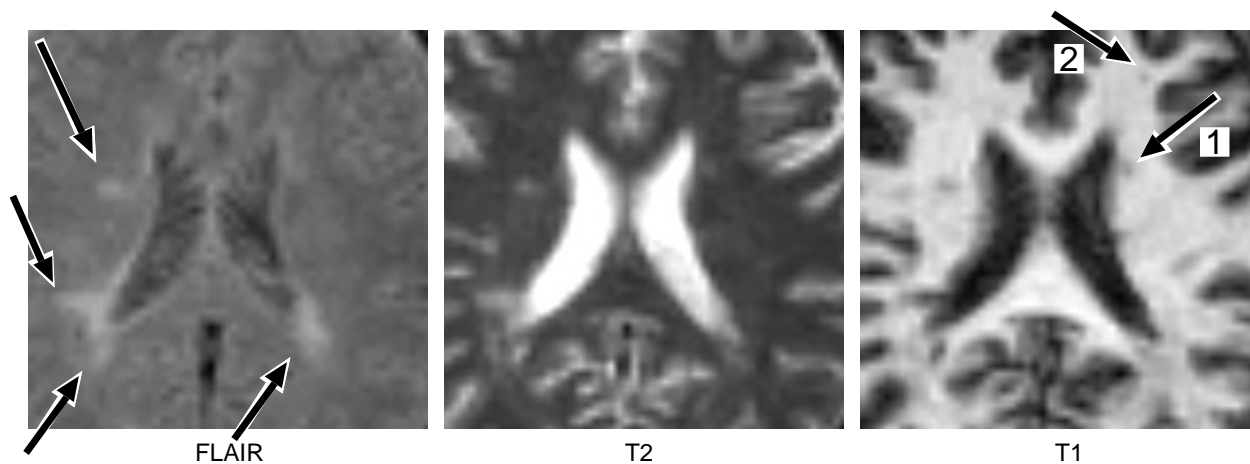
Agrandissement sur des lésions de sclérose en plaques en trois modalités IRM différentes. Plusieurs tailles, formes et localisations de lésions sont visibles. Les lésions 1 et 2 sont montrées en agrandissement à la figure 2.22. Ces deux lésions sont difficiles à voir en FLAIR, montrant la complémentarité de ces modalités.
